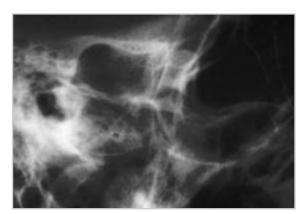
4-2: Transkraniale schräglaterale Röntgenaufnahmen (SCHÜLLER) eines rechten (Abb. 4.4-1) und linken Kiefergelenkes (Abb. 4.4-2) in habitueller statischer Okklusion. Man beachte, daß die Konturen des Kondylus in der transkranialen Röntgenaufnahme sich vorwiegend auf die Zone des lateralen Gelenkbereiches beziehen.
